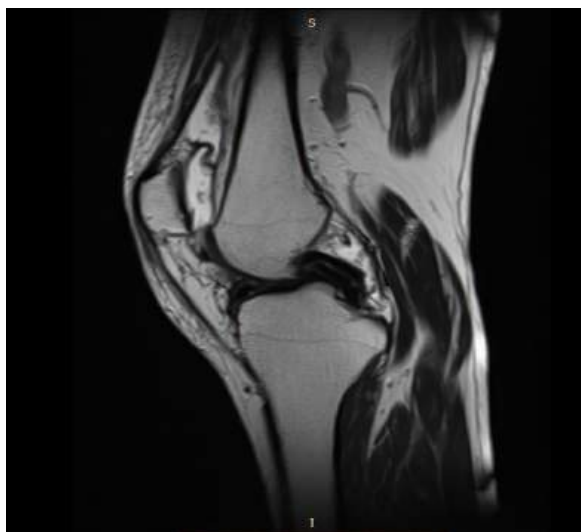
МРТ правого КС. Пациент Ж., 36 лет. Патология МПС и СПС правого колена.
